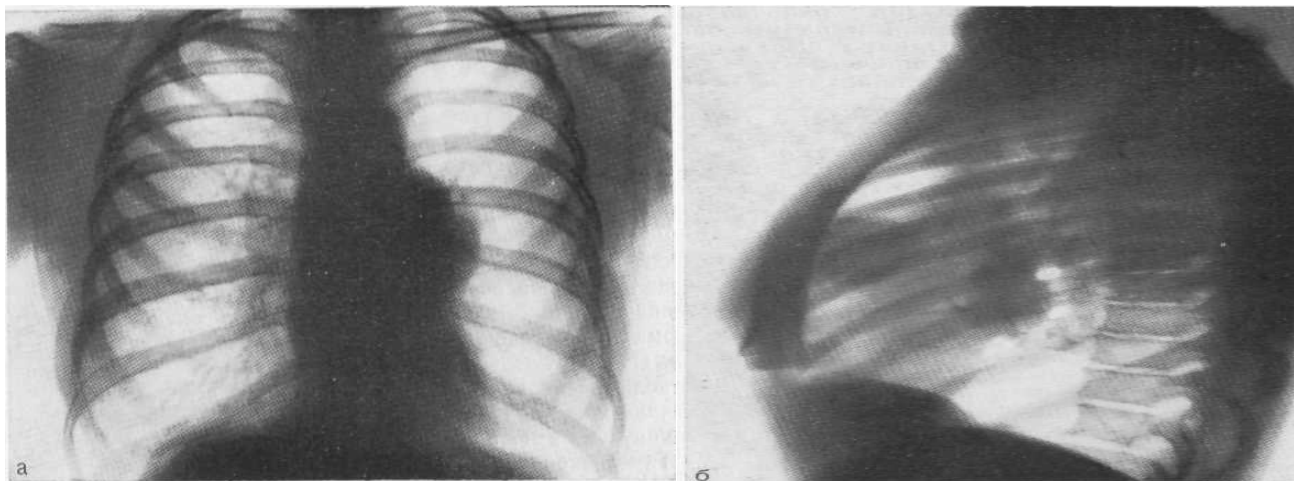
Оглядова рентгенограма у прямій (а) і боковій (б) проекціях. Тимома.
